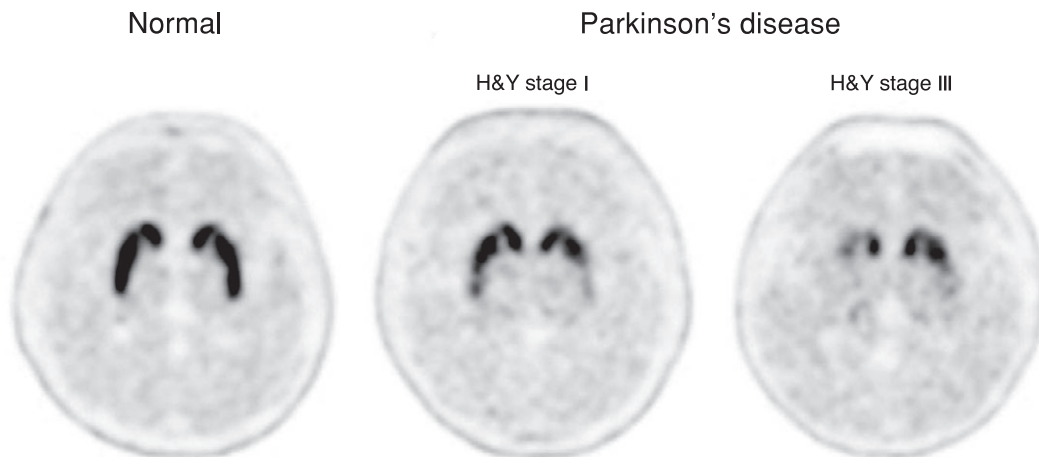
[^{18}F]FP-CIT PET images of normal healthy person and patients with early stage (H&Y stage I) and advanced stage (H&Y stage III) of Parkinson's disease. In early Parkinson's disease, bilateral putamina show asymmetrically decreased uptake. Advanced Parkinson's disease show significantly decreased uptake not only in bilateral putamina but also caudate nuclei.
